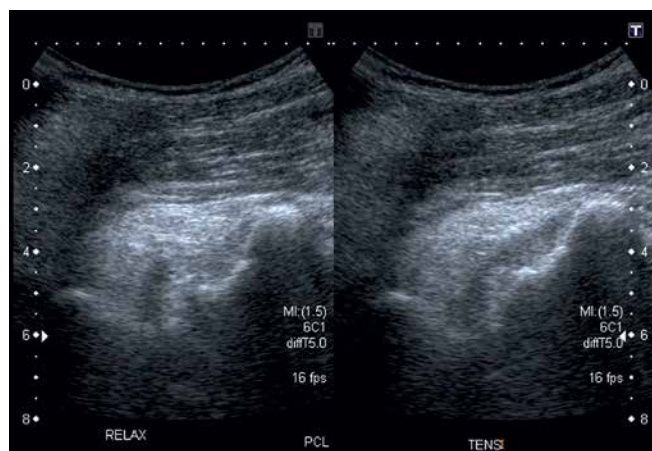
An ultrasonographic view of the posterior cruciate ligament during a dynamic examination in a patient with anterior knee instability
